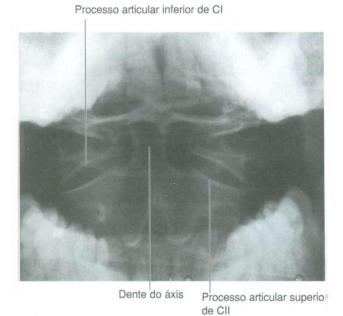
Radiografia mostrando vértebras CI (atlas) e CII (áxis) (boca aberta, projeção ântero-posterior).
